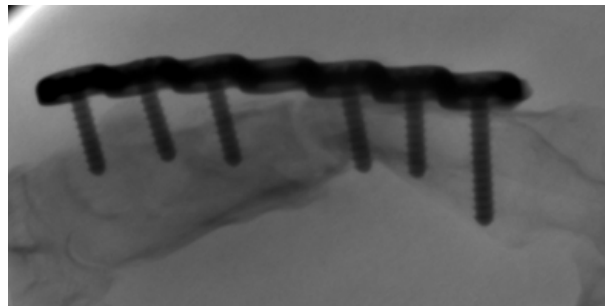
Projektionsradiographisches Röntgen, unbesiedeltes Implantat, zwei Wochen postoperativ: Die distalen Schrauben sind ausgerissen (rechts proximal)
